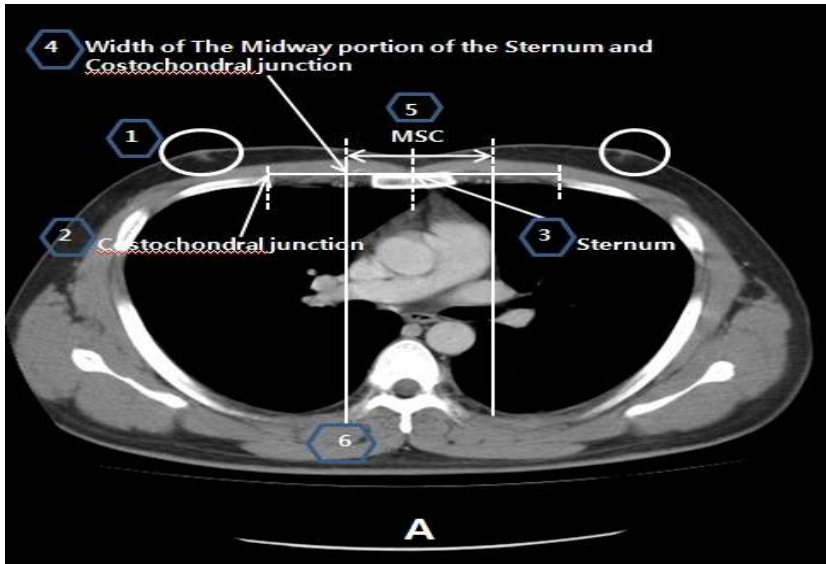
Method of measurement at axial view of chest computed tomography
